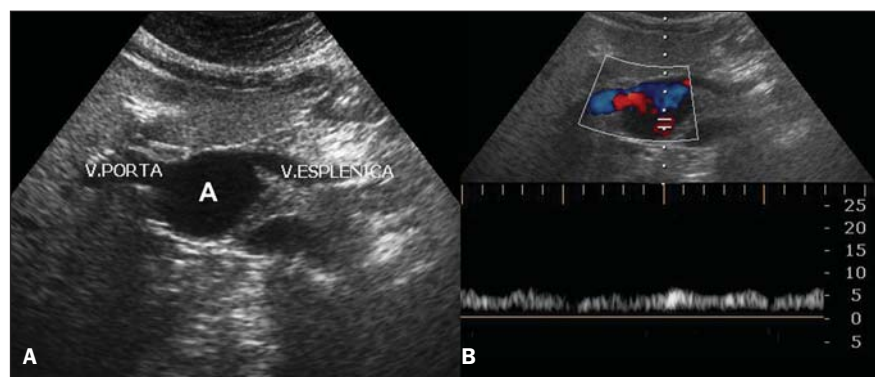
A: Ultrassonografia demonstrando imagem hipoeoica sacular (A) na região da junção esplenomesentérica. B: Estudo dopplerfluxométrico com turbilhonamento do fluxo no interior da lesão.
